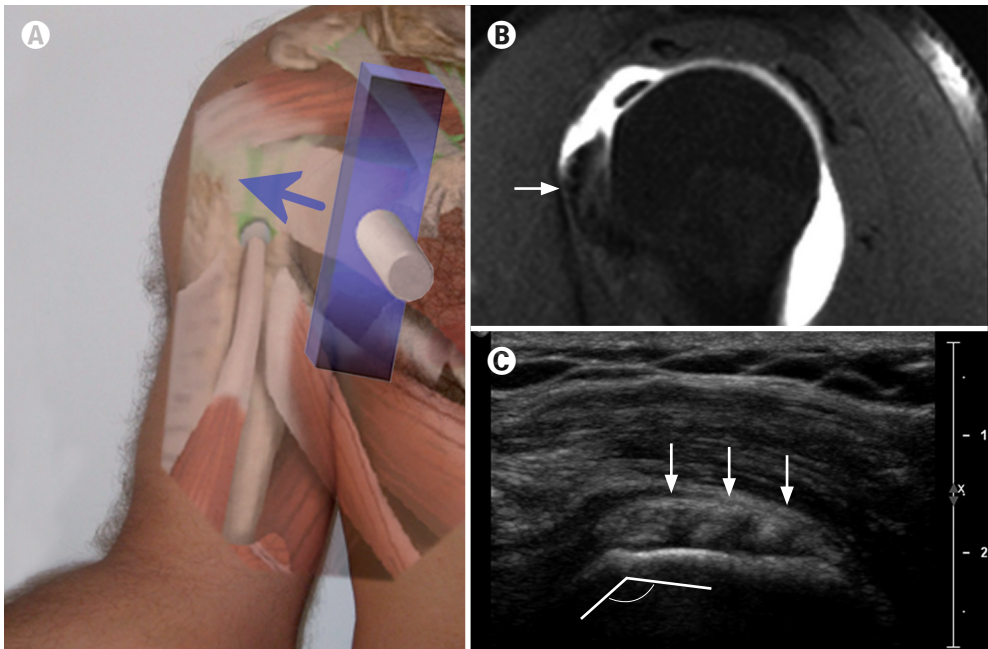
A) Posición 4. Barrido del tendón subescapular en su eje corto (flecha). B) Fascículos tendinosos del tendón subescapular en imagen sagital artro-RM (flecha). C) Inserción del tendón subescapular en la tuberosidad menor. Pueden verse los fascículos que lo constituyen en su eje corto (flechas). Obsérvese cómo la angulación caudal de la cortical sirve de referencia anatómica de su margen inferior.
